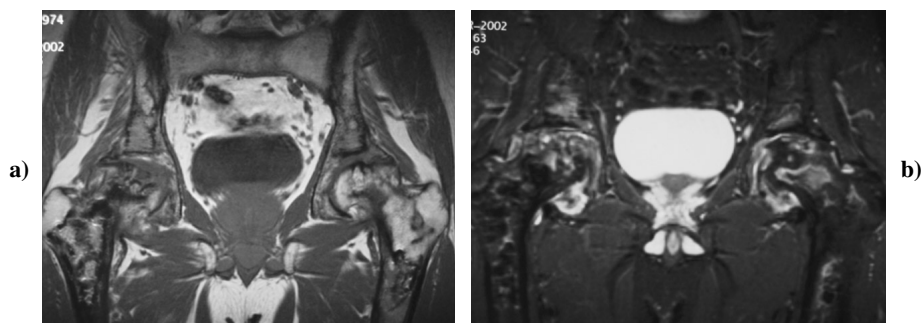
RM coronal SE T1 (a) y SE T2 (b) de pelvis: Extensa afectación femoral mostrando osteonecrosis bilateral con infartos y focos de edema medular hipointenso en SET1 (a) e hiperintenso en SET2 (b).
